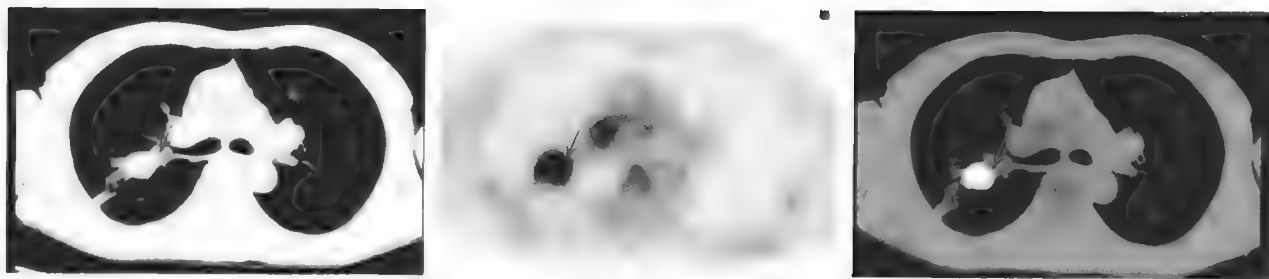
肺癌 ^{18}F -FDG PET/CT 显像
